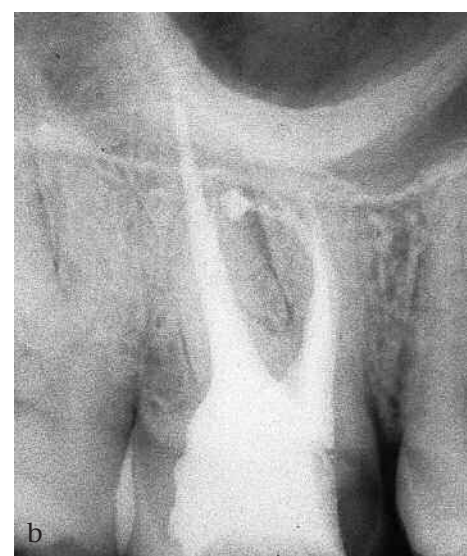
a) La cavità d'accesso di questo molare mostra la presenza di tre canali nella radice mesio-vestibolare. b) La radiografia post-operatoria mostra i tre canali con forame indipendente.
